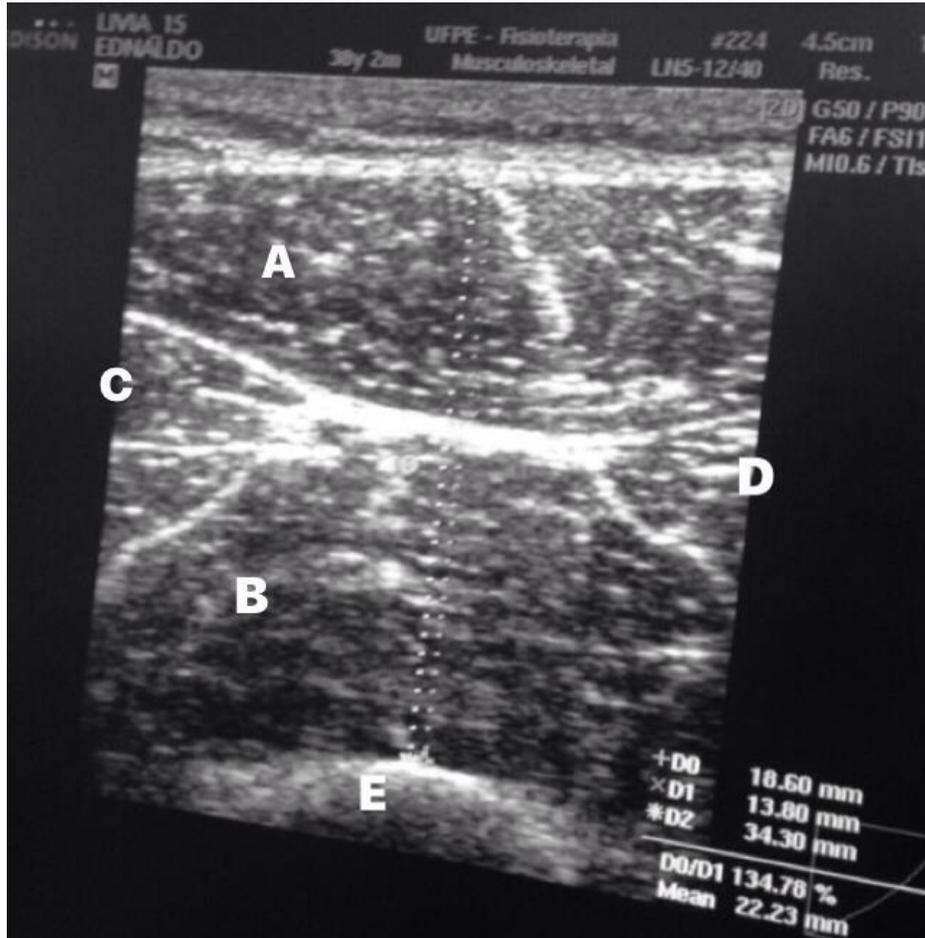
Visualização da espessura do músculo quadríceps através da ultrassonografia
